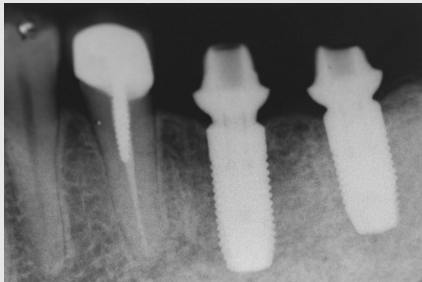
TiDesign 지대주를 연결하고 잠정수복물을 시적한 후의 방사선 사진. 이후 잠정수복물을 충분한 기간 동안 사용하게 하여 지대주의 침하 현상이 최대한 일어나도록 하는 것도 중요하다.
